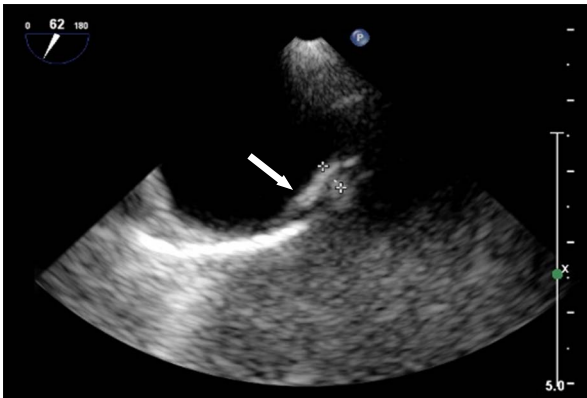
Complicated lesion of aortic arch on transesophageal echocardiography in Case 2.
